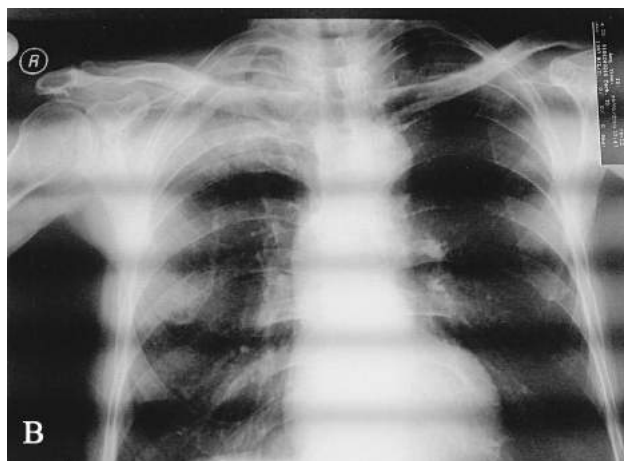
Radiografija pluća 3 meseca nakon završenog zračenja sa smanjenjem transparentnosti plućnog parenhima tipa „zamućenog stakla” desnog gornjeg lobusa i vrha
